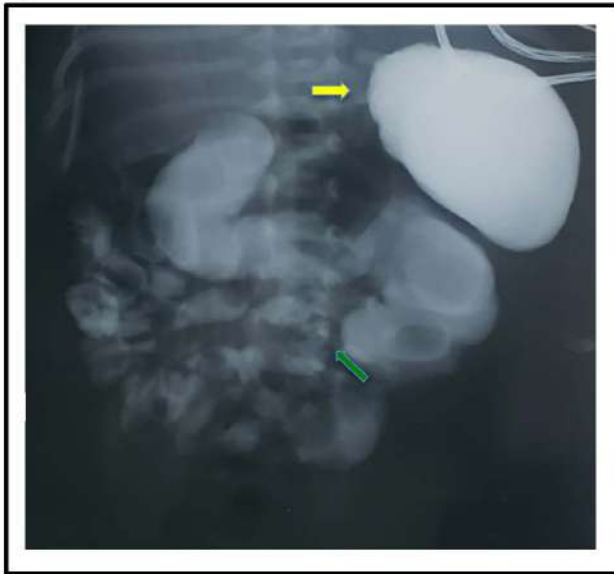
Radiografía con medio de contraste hidrosoluble, donde la flecha amarilla indica el estómago, flecha verde lugar donde se observa zona de transición de intestino dilatado a intestino más delgado, correspondiente al lugar de anastomosis.
